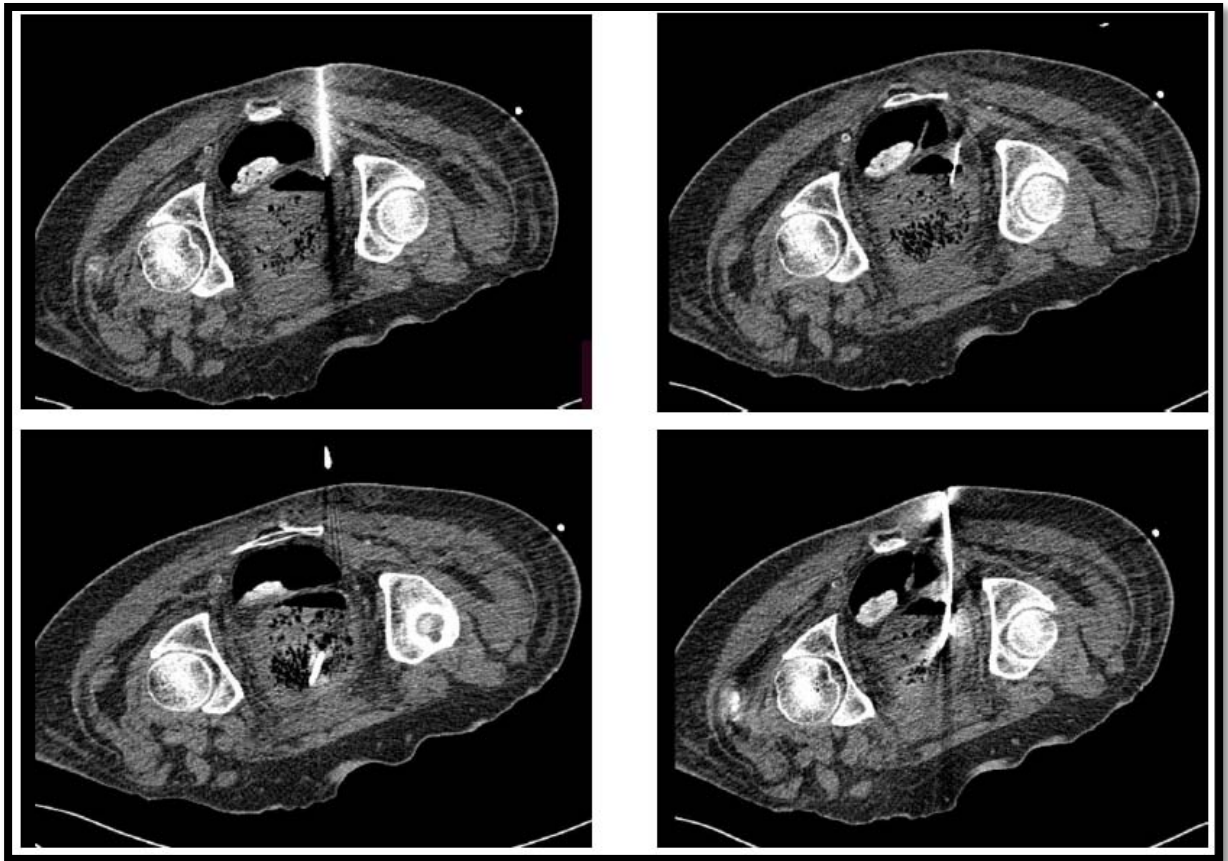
TDM coupes axiales : Drainage scanno-guidé d'une collection pelvienne :
